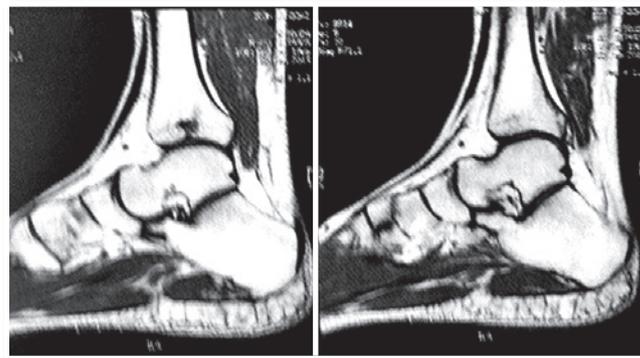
Ressonância magnética sagital em T1 pré-operatório.
